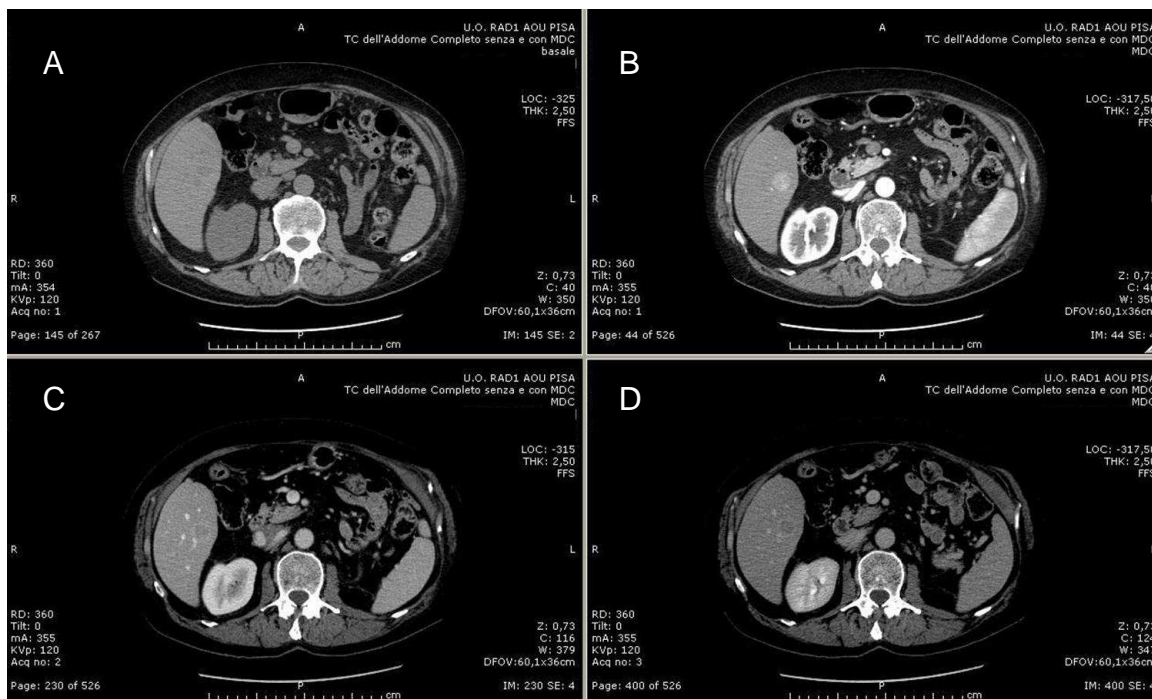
Acquisizione TC basale (A) e dopo somministrazione di mezzo di contrasto. Si evidenzia l'ipervascolarizzazione della lesione in fase arteriosa (B) e il successivo washout in fase porto-venosa (C) e tardiva (D), con persistenza di "ring" di vascularizzazione della capsula.
